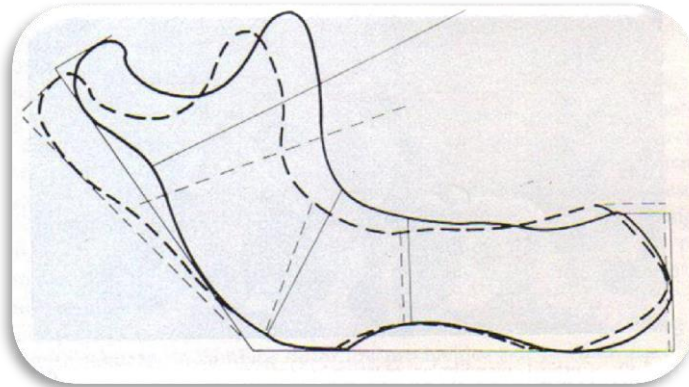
Comparación de radiografías de perfil de la mandíbula de varones y de varones de 65 años sin dientes. . La línea punteada, representa al hombre de 25 años. La raya continua, representa al hombre de 65 años o más.
